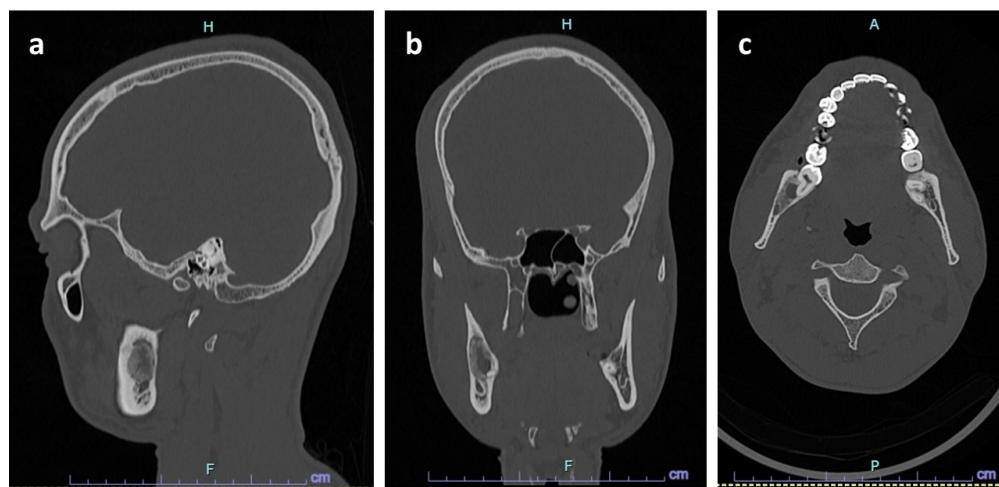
lesiones hipodensas aisladas una de la otra; TAC rama mandibular derecha (a) Corte Sagital, (b) Corte Coronal, (c) Corte Axial.
